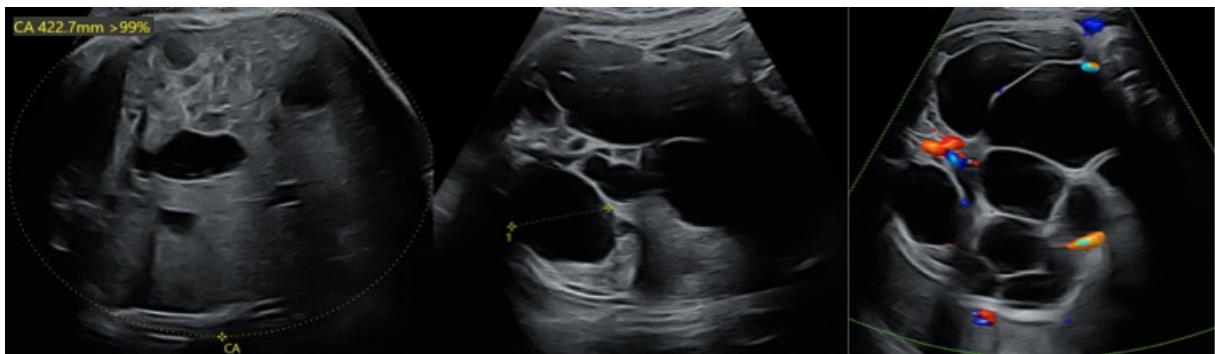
Échographie anténatale suspecte de syndrome de Prune Belly associant augmentation de la circonférence abdominale, mégavessie et dilatation urétéro-pyélocalicielle bilatérale.
